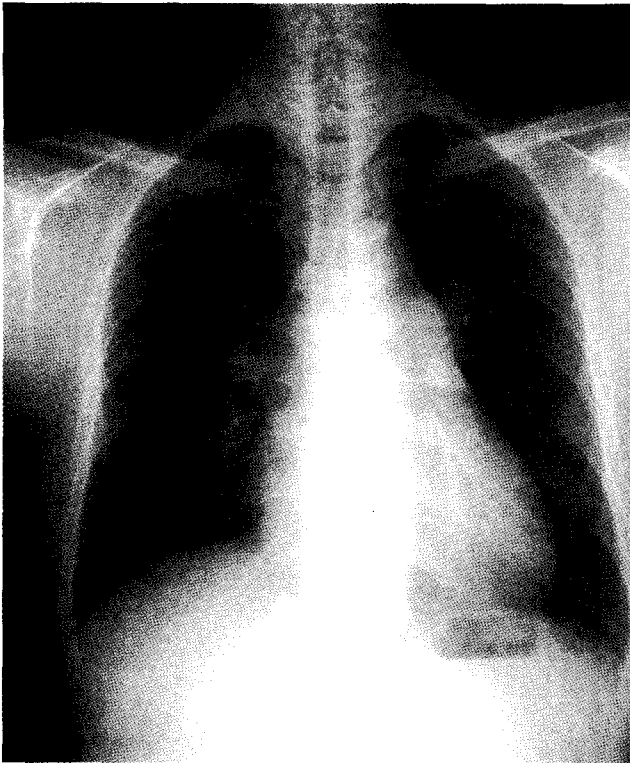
Preoperative chest X-ray shows enlargement and tortuosity of the pulmonary trunk
